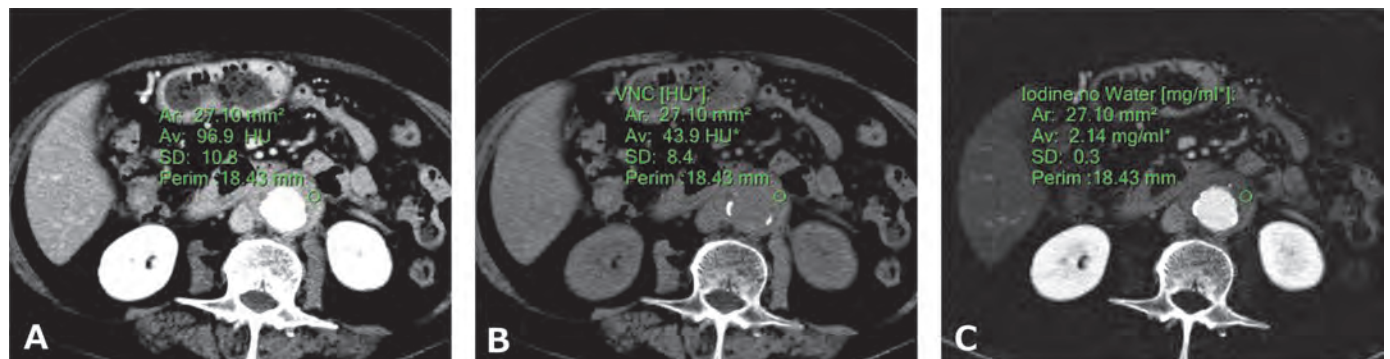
50歳代女性、IgG4関連大動脈周囲炎(参考症例)：造影CT、腎レベルの横断像(A：造影後、B：仮想単純画像、C：ヨード密度強調画像)。腹部大動脈に壁肥厚を認め、造影後に高吸収を示した。仮想単純画像ではより低吸収を示し、ヨード密度強調画像で明らかなヨード含有が見られ、肥厚した大動脈壁は増強効果を伴っている。
